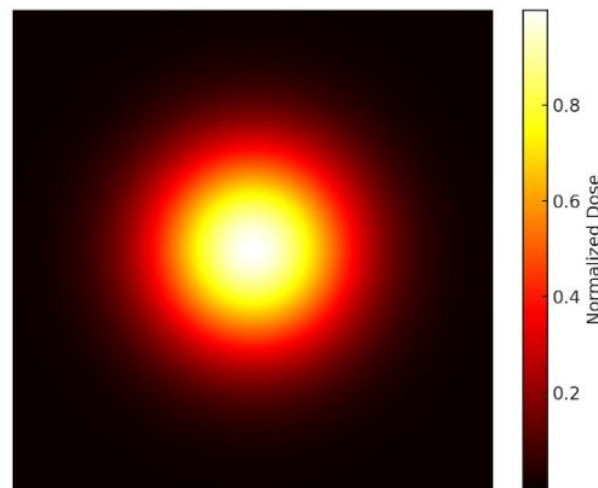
Lighter 2D slice of 3D x-ray dose distribution (post 45°C heating).
